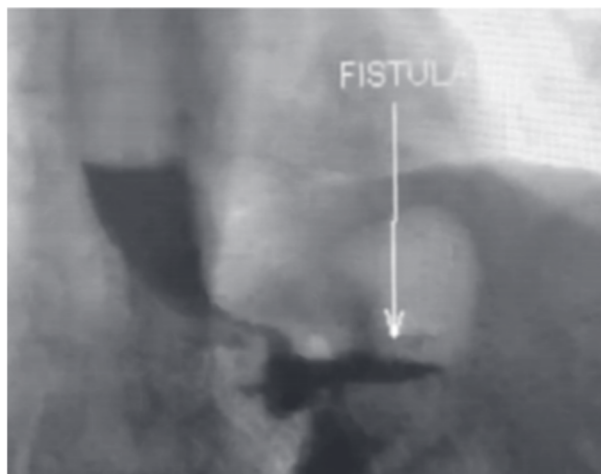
Radiografia com bário mostrando a passagem do contraste para o estômago remanescente
